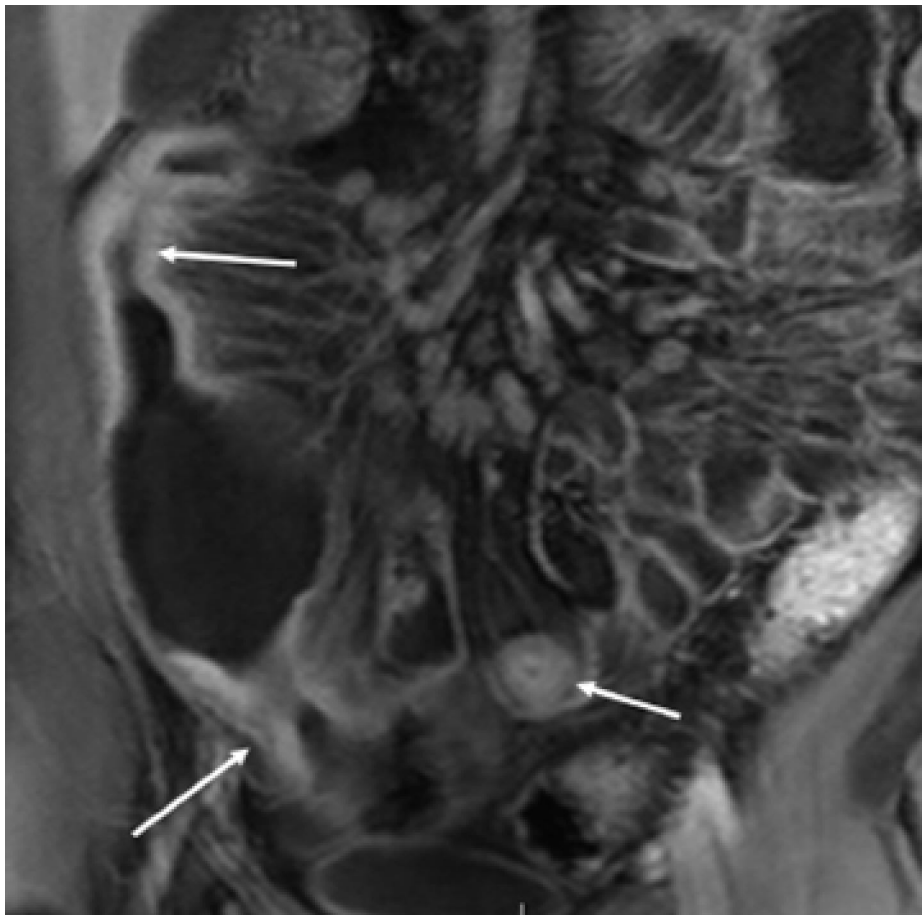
Séquence d'entéro-IRM en pondération T1 après injection de gadolinium dans le plan coronal montrant une atteinte multifocale de l'iléon avec sténoses et dilatations présténotiques entre les atteintes successives .
